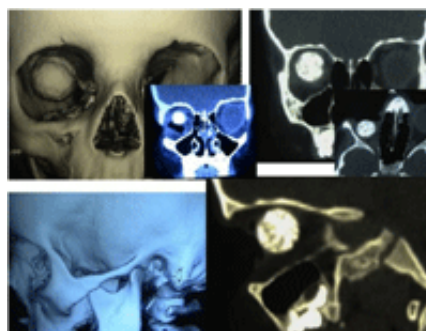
Reconstrucciones 2D y 3D de superficie realizadas mediante TC helicoidal de región orbitaria.
